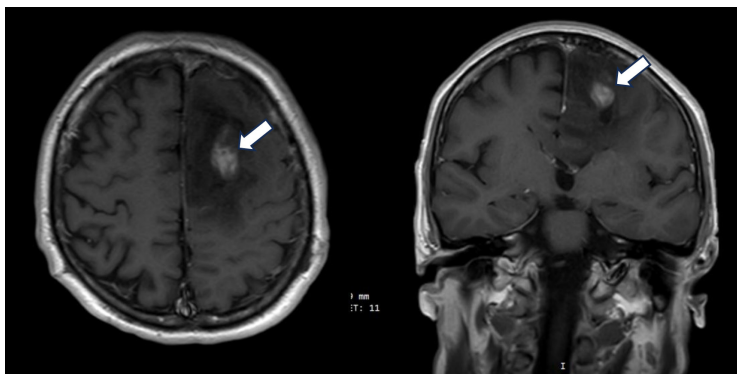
Brain MRI showing high-grade glioma at the left frontal lobe (indicated by the white arrow)
